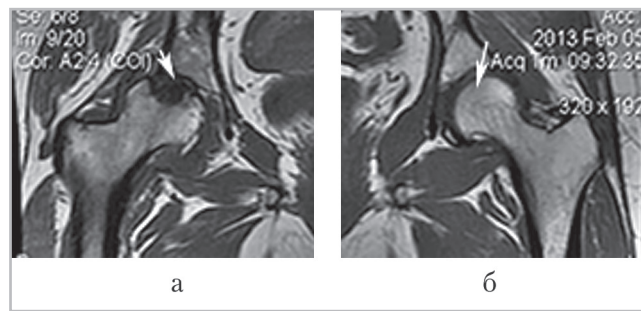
Магнитно-резонансные томограммы тазобедренных суставов пациентки А., 50 лет, в корональной проекции Т1-ВИ: *а* — в субхондральном отделе головки правой бедренной кости определяется некротический фокус (*стрелка*), отграниченный по периферии полоской низкой интенсивности и зоной отека костного мозга (2-я стадия); *б* — в левом суставе патологических изменений не определяется (*стрелка*)
